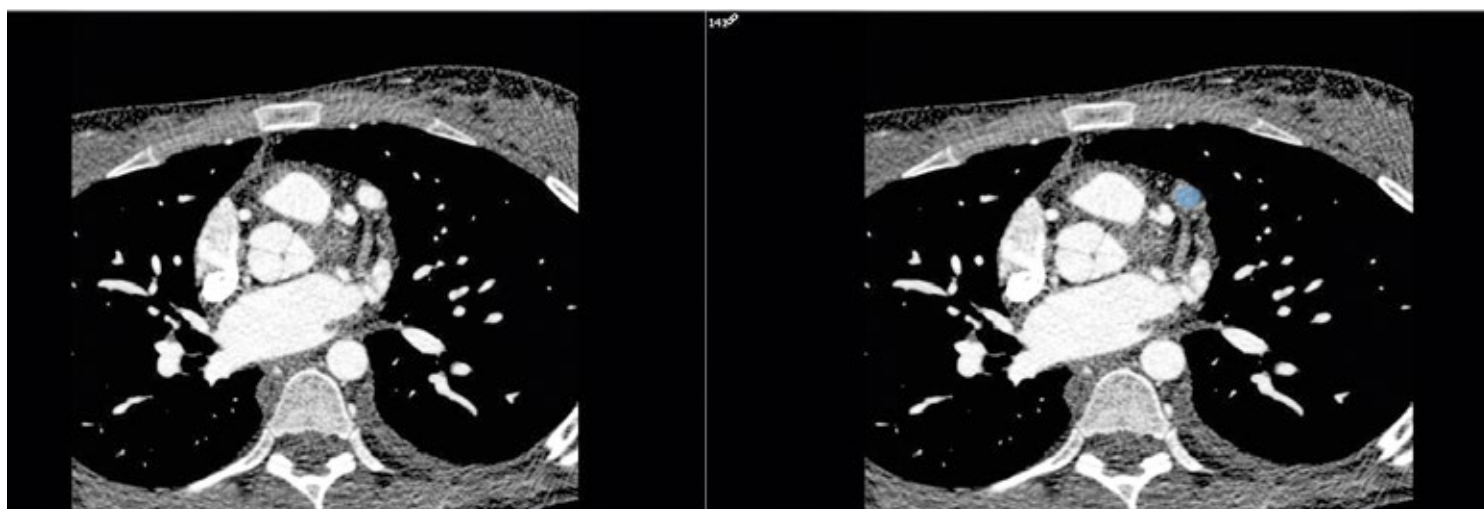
Koronar CT mit aneurysmatisch vergrößerter Koronararterie (blau)
